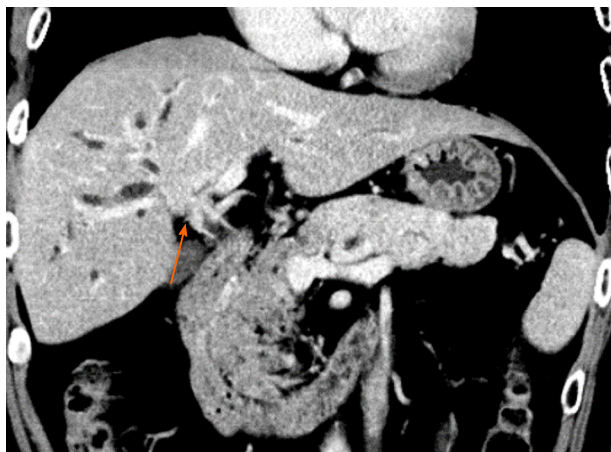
增强CT延迟期冠状位显示肝内胆管扩张, 肝门部胆管壁增厚, 管腔狭窄, 疑似肝门胆管占位病变(橙色箭头).
